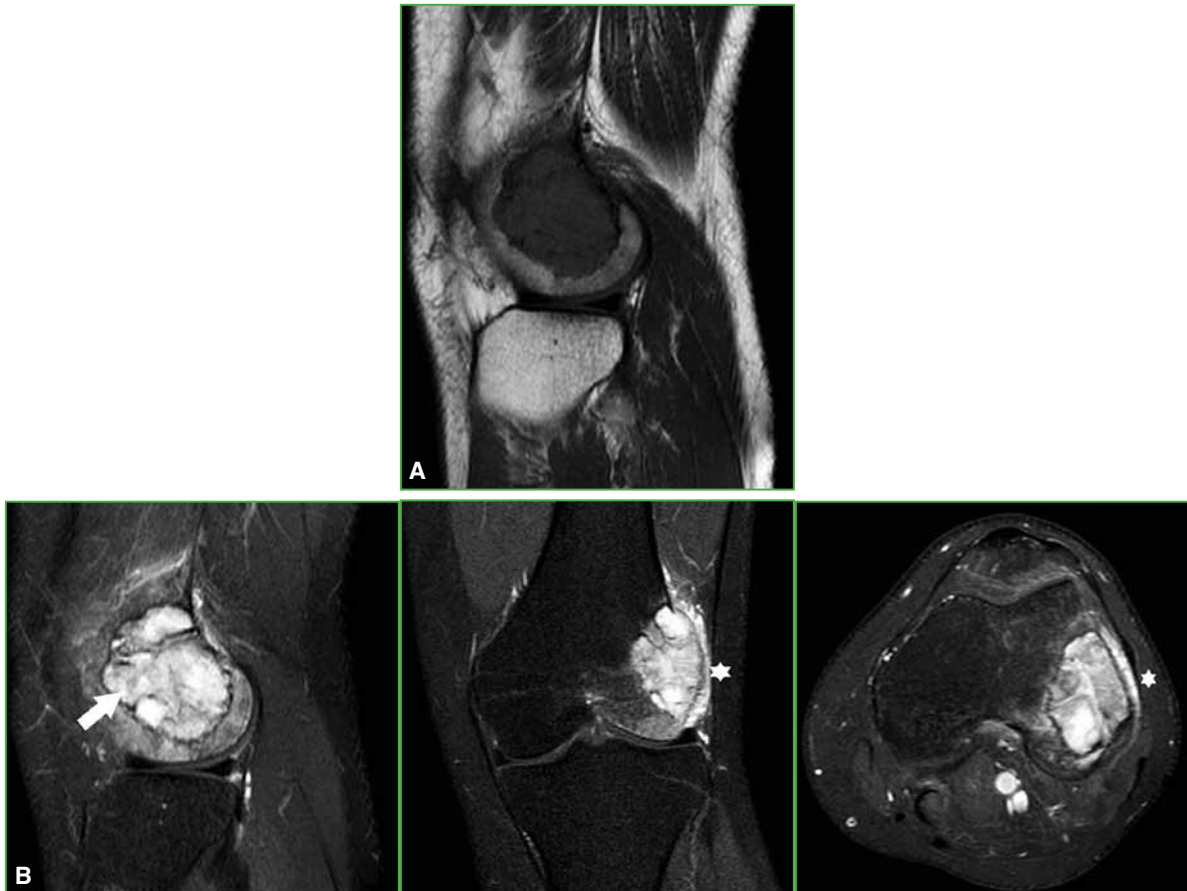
Resonancia magnética de rodilla izquierda con medio de contraste. A. Corte sagital en secuencia potenciada en T1. Persiste la lesión con características similares a las del estudio anterior. B. Cortes sagital, coronal y axial en secuencias potenciada en T1 con inyección de medio de contraste y supresión grasa. Se visualizan la captación del medio de contraste en la lesión (flecha) y un mínimo edema de partes blandas adyacente al retináculo lateral (asterisco).
